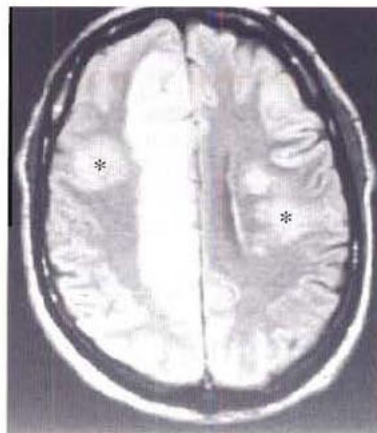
Embolies cérébrales multiples. Cette IRM montre l'infarctus cérébral antérieur droit en hypersignal, de topographie typique (en bande juxta-hémisphérique sur les coupes hautes). Il existe également des infarctus cérébraux moyens bilatéraux (astérisques).
